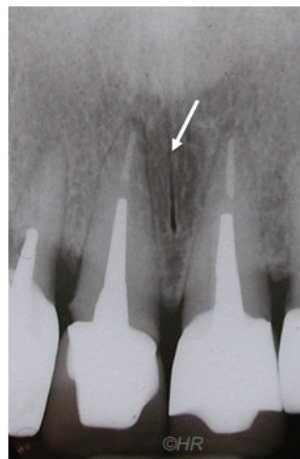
Radiographie de la suture intermaxillaire
